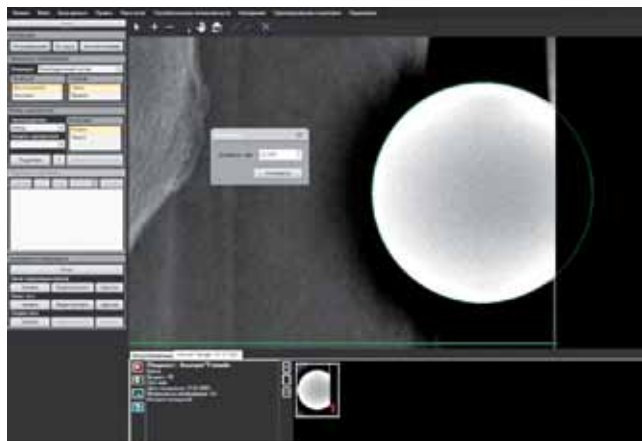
Рентгенограмма с калибровочной сферой известного диаметра (головка эндопротеза). Калибровка возможна даже при выходе границ объекта за пределы рентгенограммы
